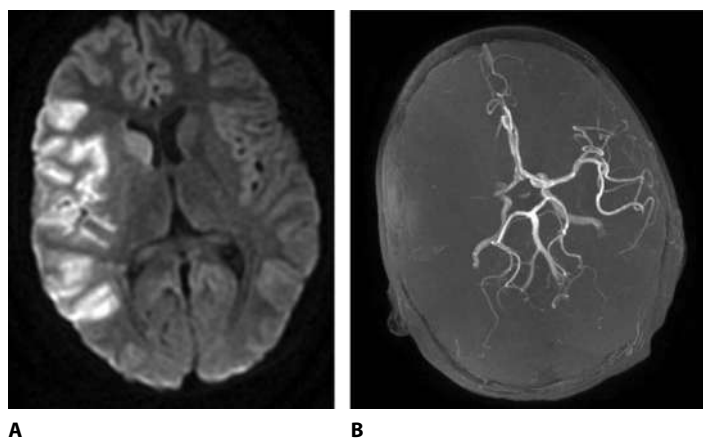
Пациент М.: А – МРТ, DWI-режим: в правой лобно-височно-теменной области определяется зона цитотоксического отека, размером 106×40 мм – ишемия. В – МР-ангиография: в режиме 3D-TOF на МР-ангиограммах ток крови по правой средней мозговой артерии не прослеживается
